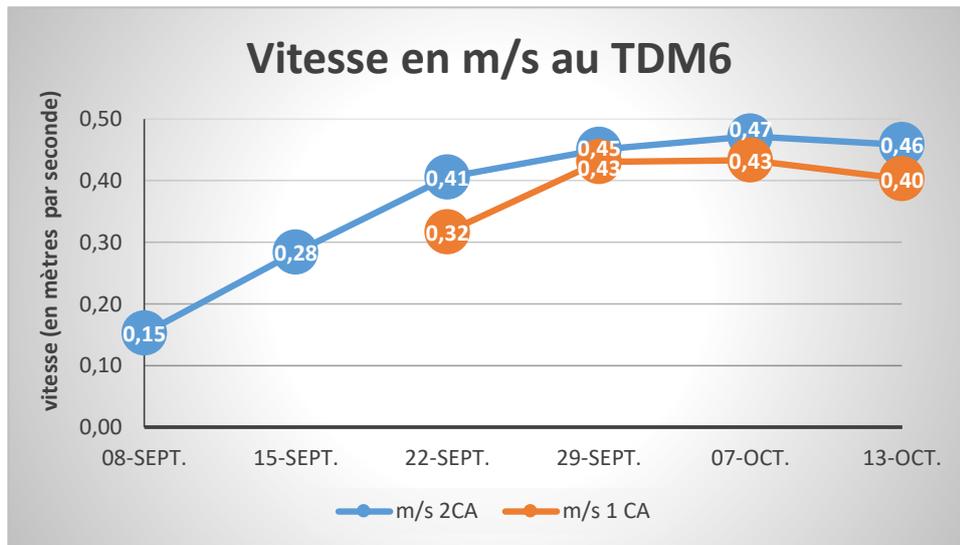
vitesse de marche en m/s au TDM6
